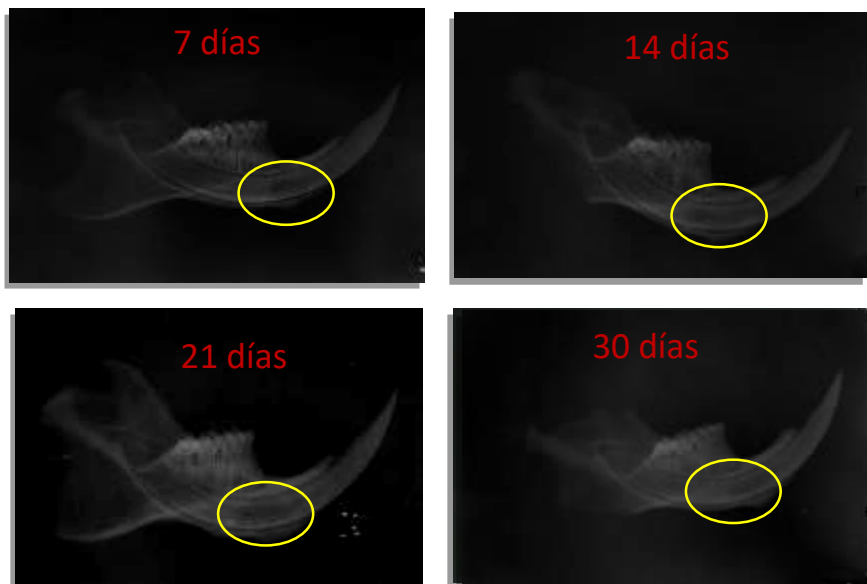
Fotografías representativas de las radiografías del grupo experimental a los tiempos experimentales 7, 14, 21 y 30 donde podemos ver la zona del defecto encerrada con un círculo amarillo.
